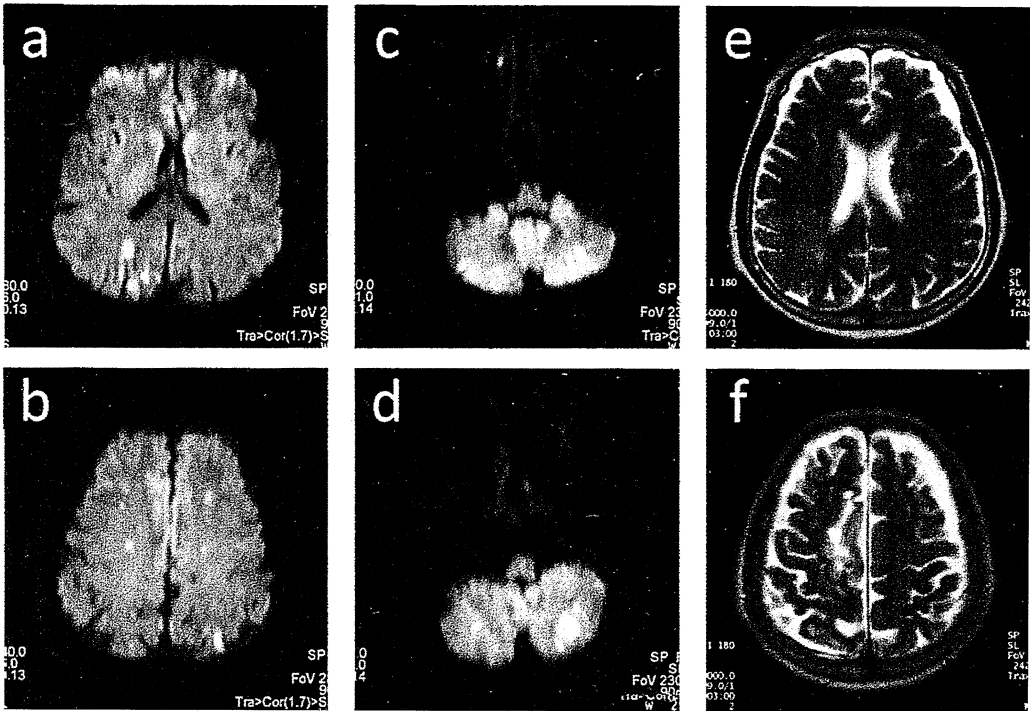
NBTE 患者に見られた頭部 MRI の経過
